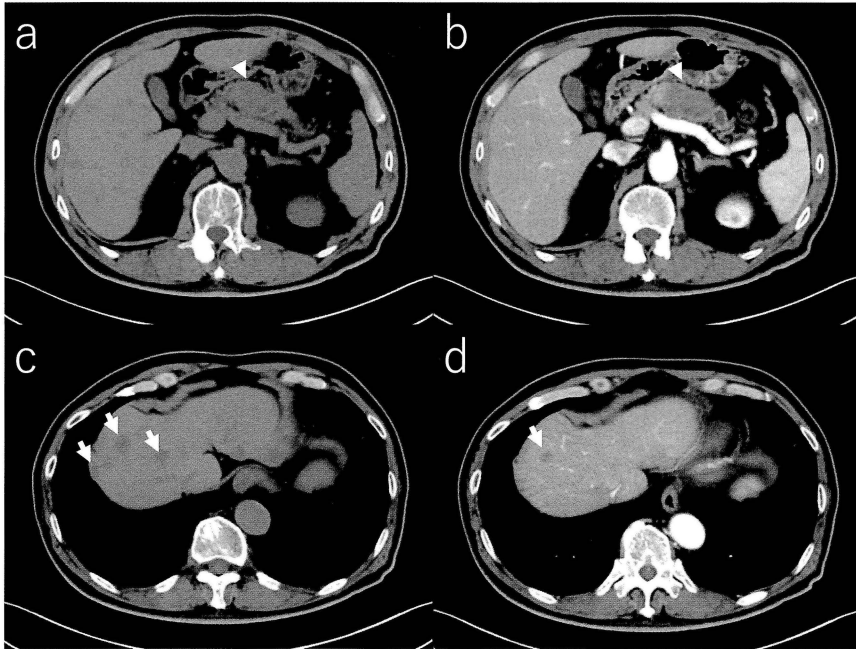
画像所見 (a・c：腹部単純CT、b・d：腹部造影CT)
